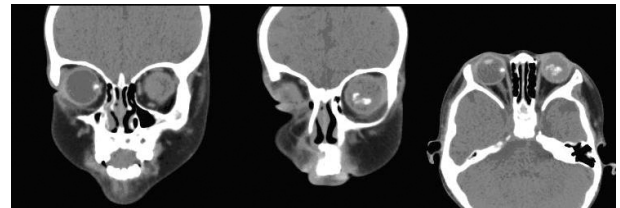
Orbital CT of case 1 shows calcification in both eyes.
